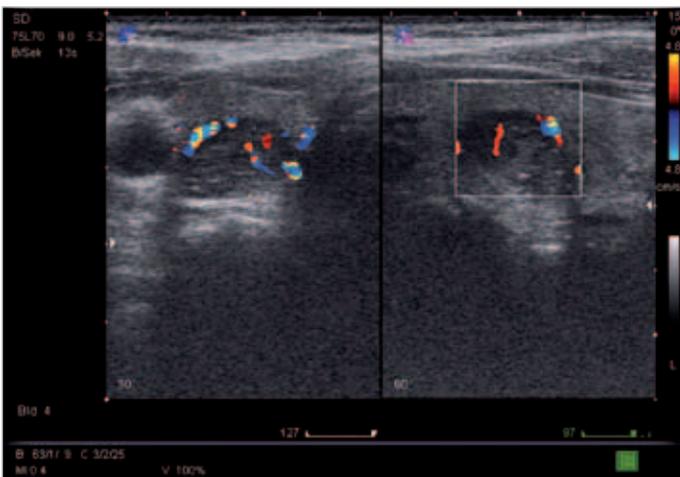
Sonografie eines dekompenzierten autonomen Schilddrüsenadenoms (mit freundlicher Genehmigung von Jürgen G. Schneider, Nuklearmedizin Klinik „Ob der Tauber“, Bad Mergentheim).
